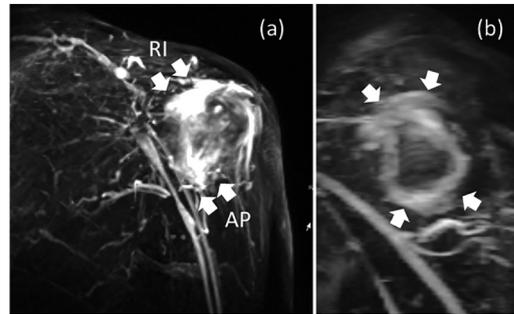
3D-dynamic MRIによる凍結肩に特徴的な“burning sign”の像（左肩）
